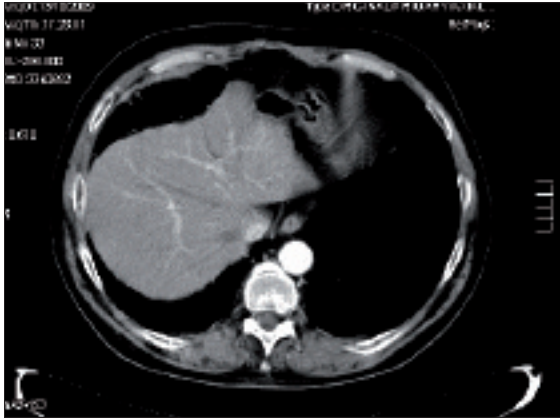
TAC polmonare in corso di trattamento (4/8/2009).
